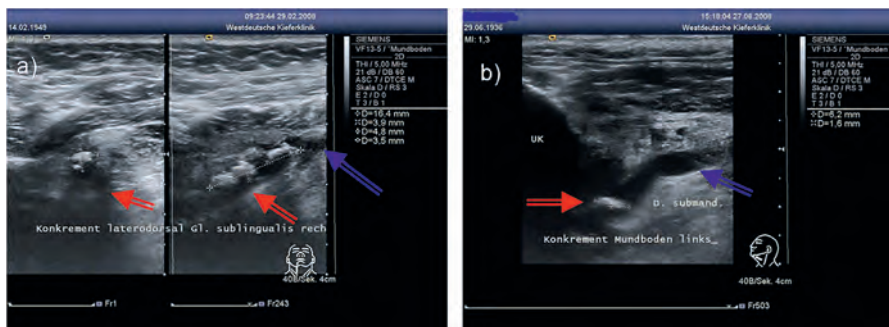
a: sonographische Darstellung eines echoreichen Konkrements mit dorsaler Schallauslöschung von circa 16 mm x 5 mm Ausdehnung der Glandula submandibularis rechts (rote Doppelpfeile), Aufstauung des Ductus Wharton vor dem Konkrement (blauer Doppelpfeil) b: Darstellung eines echoreichen Konkrements von 6 mm x 2 mm Ausdehnung im Bereich des linken Mundbodens unmittelbar vor dem Ostium (roter Doppelpfeil) und der prästenotischen Aufstauung des Ductus Wharton als echoarmes Areal (blauer Doppelpfeil)
